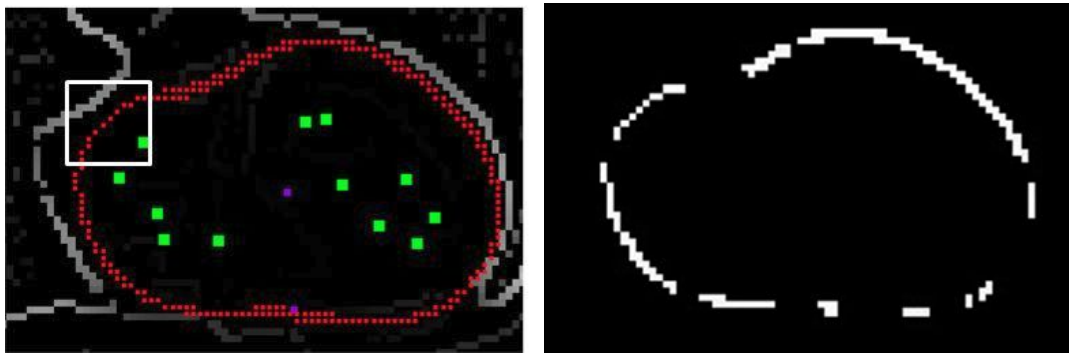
Bereiche der Äquipotentiallinie für CT 259 Herz, in deren Nähe sich Kanten befinden. Stückweise Kantendetektion $T(\nabla f)$ gem. Gl. (9.5) und (9.6)
